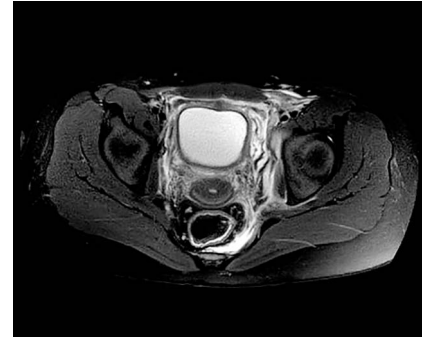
Axiale Darstellung der Parametritis mit deutlichem Fettgewebsödem auch retrokologisch im MRT (Ovarien und Uterus unauffällig, verdickte Vaginalwand) kurz vor der Laparotomie.
